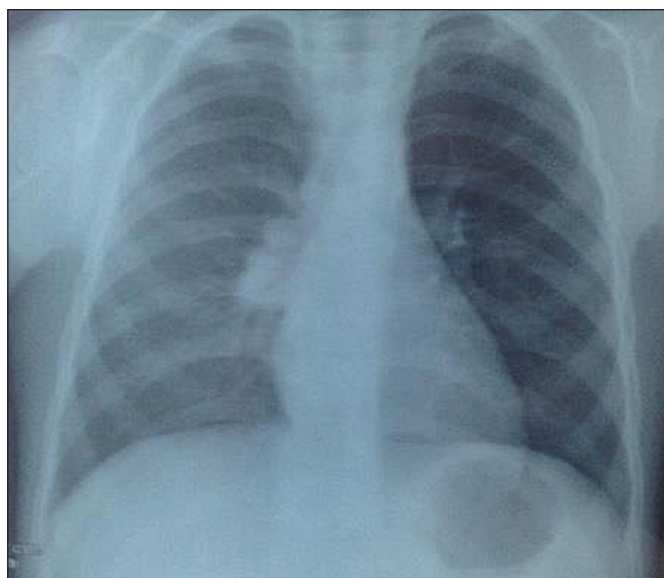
Рентгенограммы грудной клетки при поступлении.
